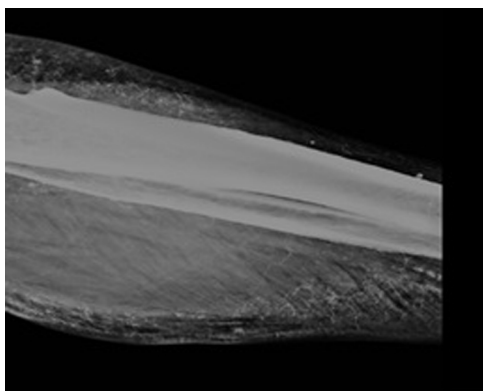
Radiografía de tobillo izquierdo usando la técnica de la mamografía. Evidencia de extensas calcificaciones vasculares en ramas principales (tibial posterior y peronea) y en arterias distales probablemente cutáneas, compatibles con sospecha de calcifilaxis.
